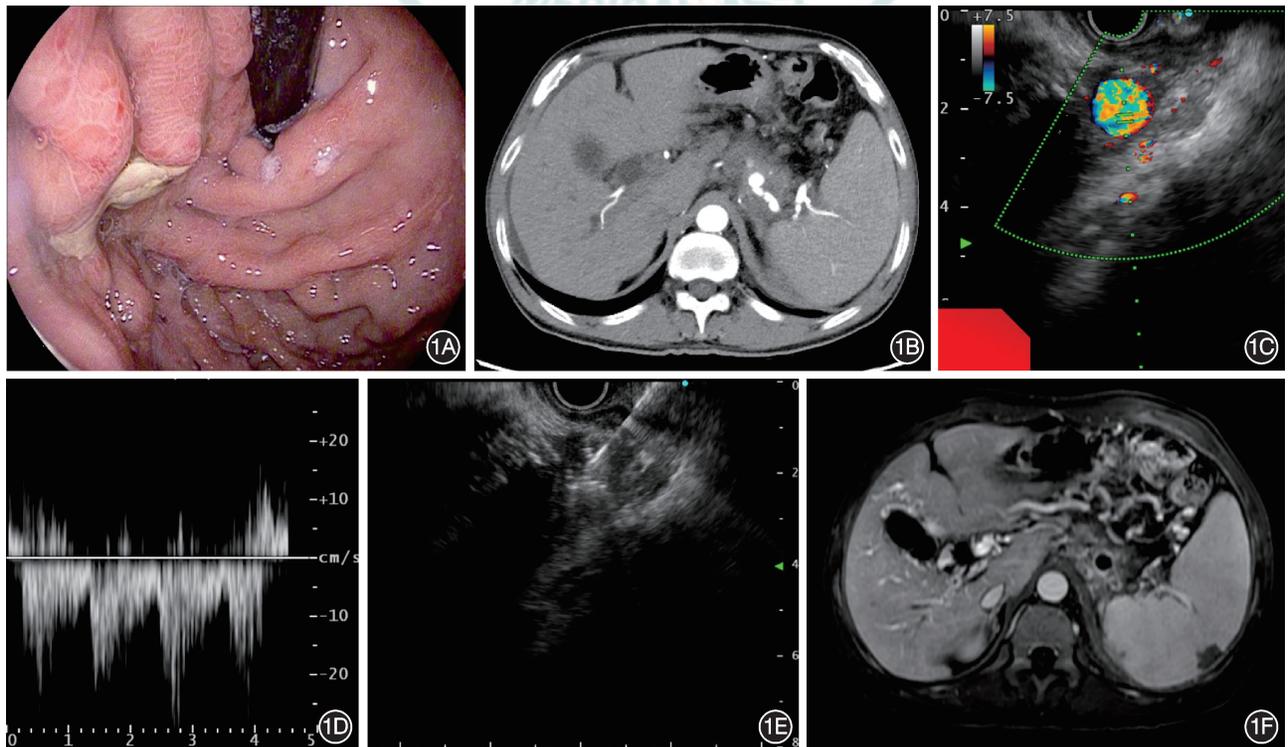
例2患者超声内镜引导下脾动脉假性动脉瘤栓塞术治疗过程 1A:胃镜示胃底前壁一巨大溃疡,表面覆白苔;1B:强化CT示脾动脉假性动脉瘤;1C:超声内镜多普勒示脾动脉假性动脉瘤,PW示动脉血流信号;1D:超声内镜引导下活检针刺至假性动脉瘤内行栓塞治疗;1E:栓塞术后复查MRI示脾动脉假性动脉瘤处低信号弹簧圈影
